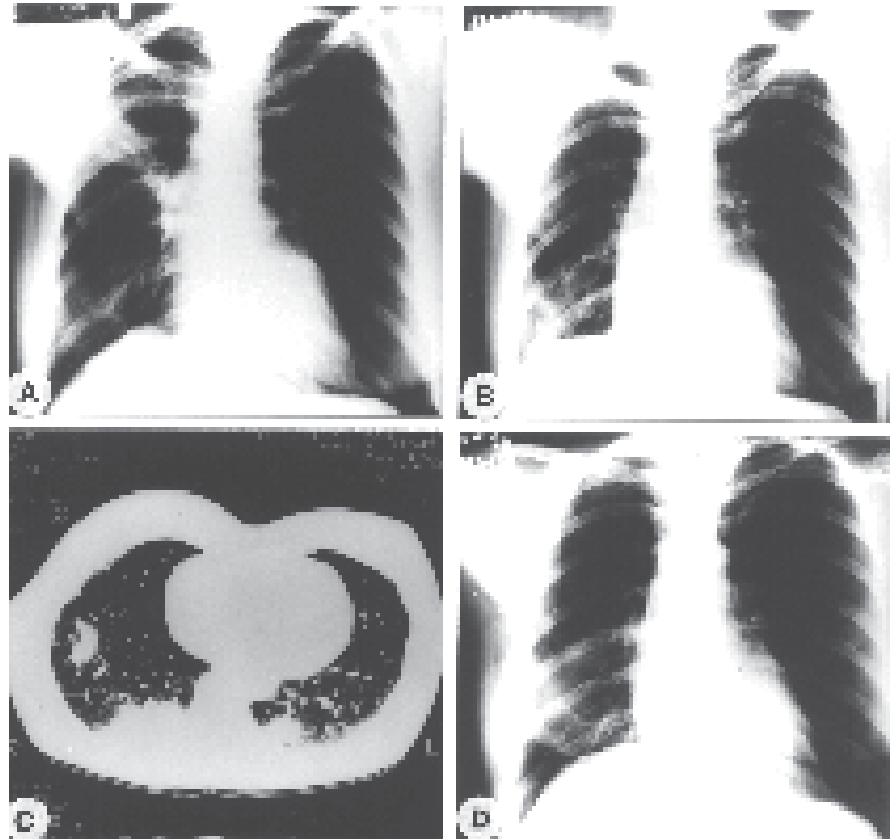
Evolução dos exames radiológicos de tórax. A) Radiografia simples pósterio-anterior: opacidade homogênea na região posterior do lobo superior direito. B) Radiografia simples pósterio-anterior: infiltrados alveolares nos segmentos superior do lobo inferior direito e basais posteriores dos lobos inferiores. C) Tomografia computadorizada de alta resolução (intervalo de sete dias com a radiografia B): infiltrados alveolares nos segmentos superior do lobo inferior direito e basais posteriores dos lobos inferiores. D) Radiografia simples pósterio-anterior realizada dois meses após a TC e 42 dias após o início do tratamento: resolução completa das alterações.
